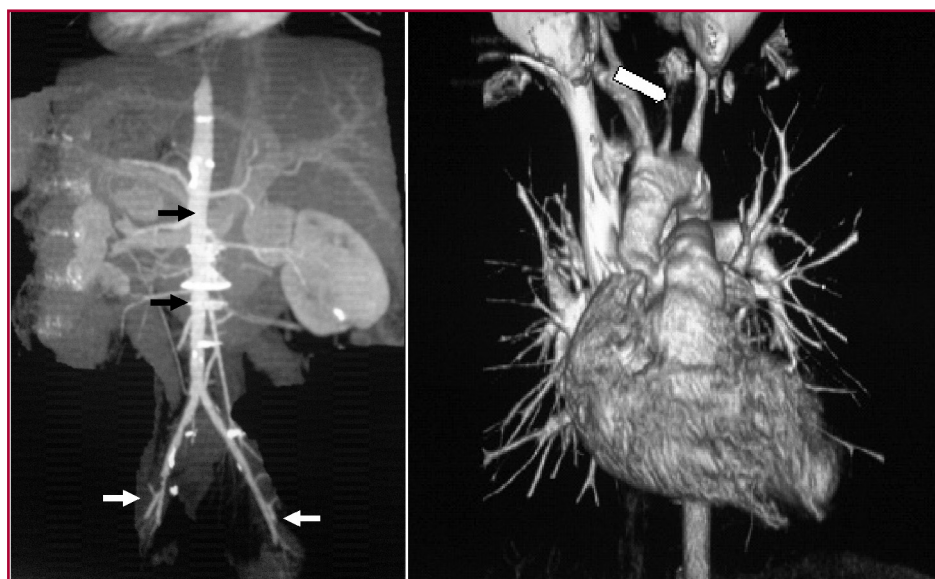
Angiotomografía donde se observan la aorta abdominal fina (*flecha negra*) y obstrucción bilateral grave a nivel de las arterias ilíacas (*flechas blancas*). También se visualizó la lesión crítica de la arteria carótida primitiva izquierda (*flecha blanca imagen derecha*).
